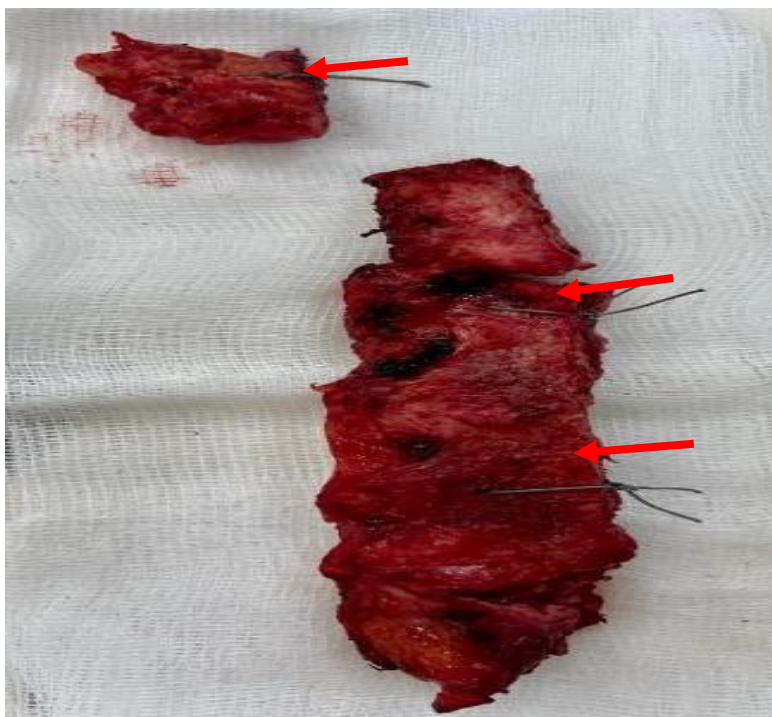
Удаленная правая половина грудины у больной М., 69 лет.: по медиальному краю грудины на нижнем, среднем и верхнем уровнях лигатурами отмечены по результатам СКТ границы глубокого поражения костной ткани
